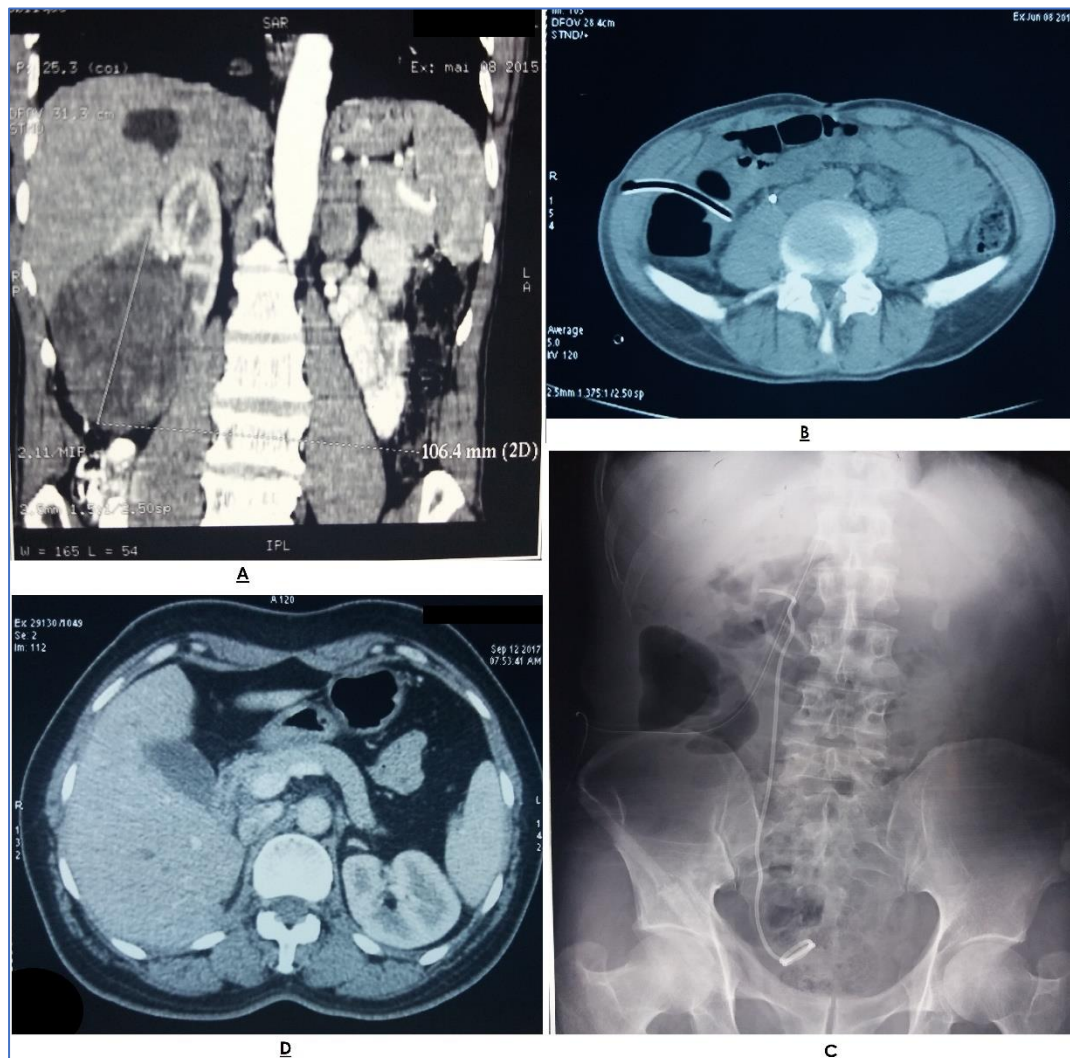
TDM abdominale montrant une volumineuse masse rénale polaire inférieure droite mesurant 110*100mm (A) ; TDM (B) et AUSP (C) montrant un urinome périrénale droit et le drain et la sonde JJ sont en place ; Absence de récurrence locorégionale après 27 mois de la NTE (D).
